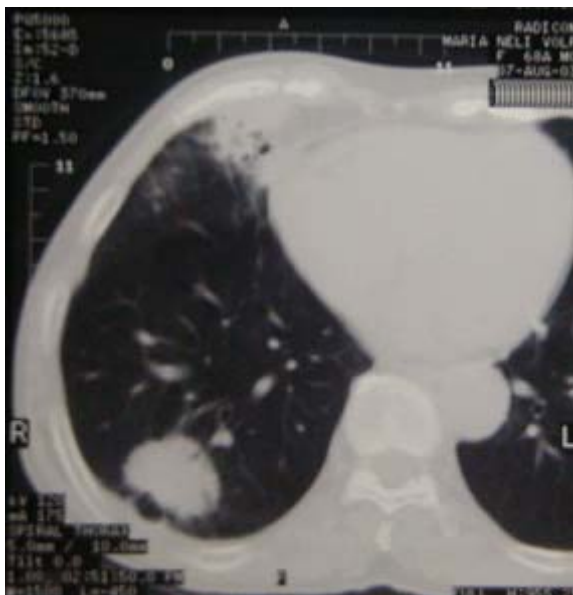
Tomografia computadorizada de tórax com lesão no lobo inferior direito e área de consolidação no lobo superior direito.
